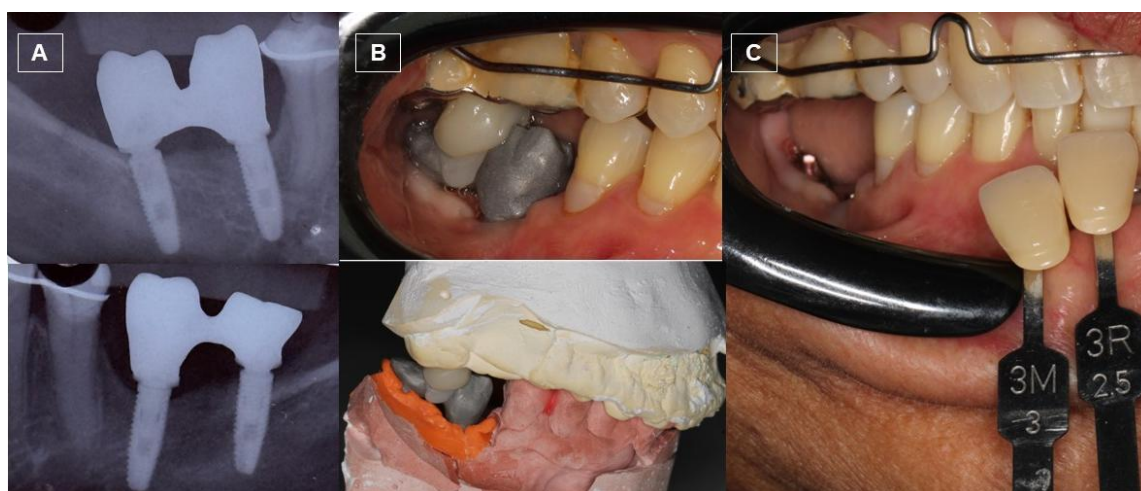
A) Radiografia periapical para avaliação da adaptação da estrutura metálica; B) Registro interoclusal em máxima intercuspidação habitual; C) Seleção da cor da cerâmica.
